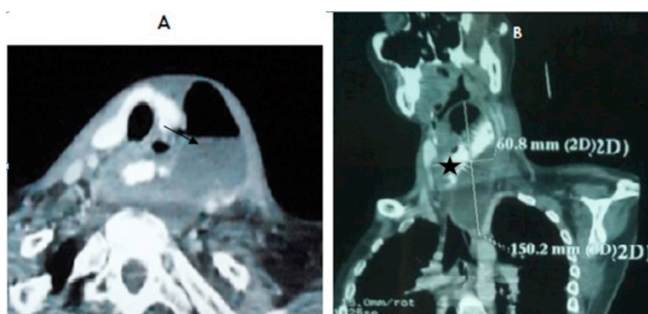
TDM cervicale injectée;
